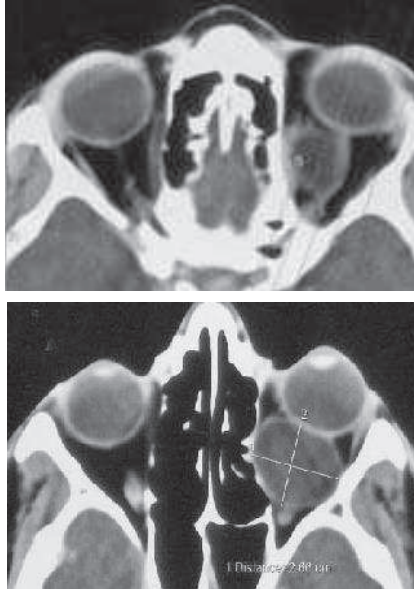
TDM en coupe axiale : Image kystique intra orbitaire
